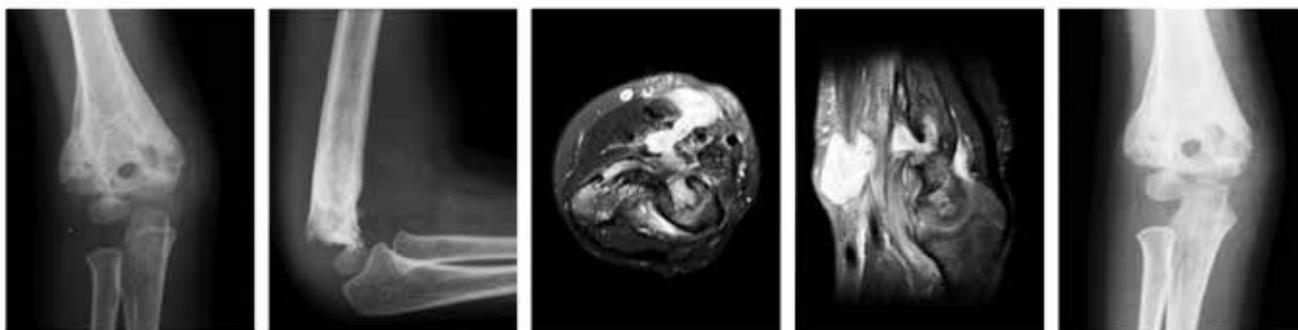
Radiografias iniciais e ressonância magnética - sequestro ósseo em região metafisária da coluna medial do úmero distal. Fonte: HSPE
